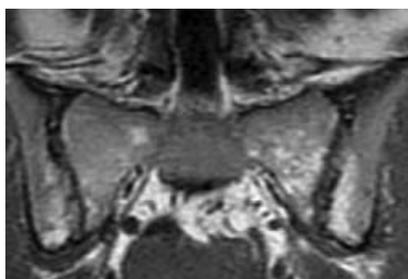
МР-томограмма КПС в полукоорональной проекции в режим SE T1. Двусторонний хронический сакроилиит. Незначительный субхондральный остеосклероз в виде линейных участков низкоинтенсивного МР-сигнала в верхних отделах КПС. ЖД костного мозга (множественные участки повышения интенсивности МР-сигнала в крестце и в телах подвздошных костей). Множественные эрозии суставных поверхностей
